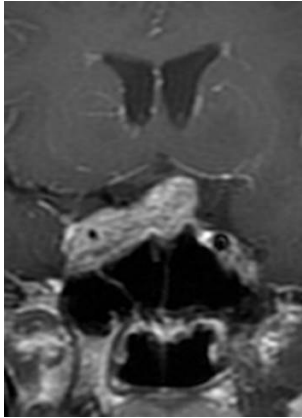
MRI冠状增强扫描图显示鞍区占位累及右侧海绵窦,右侧颈内动脉被肿瘤包绕。
